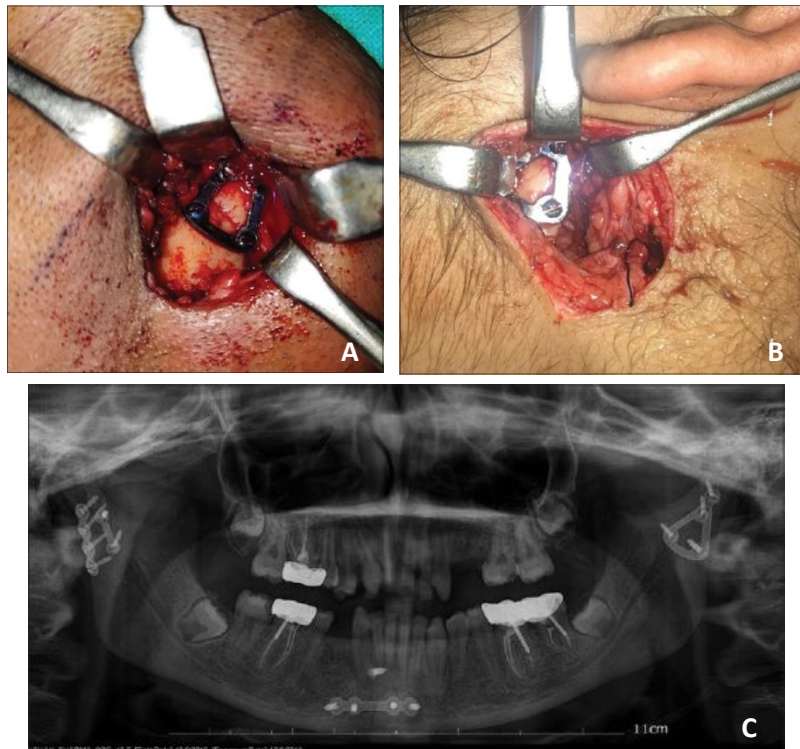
Fijación con placa trapezoidal en A y delta en B con abordaje retromandibular. En C radiografía panorámica donde se observa la fijación con 2 miniplacas del lado derecho y una delta del lado izquierdo. (11)
